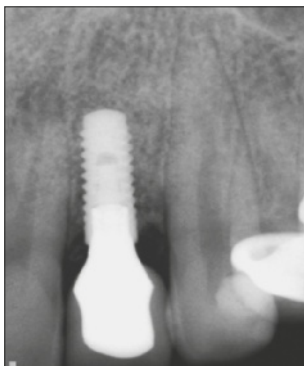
Röntgenaufnahme zur Passformkontrolle einer CAD/CAM-Implantatkrone.
